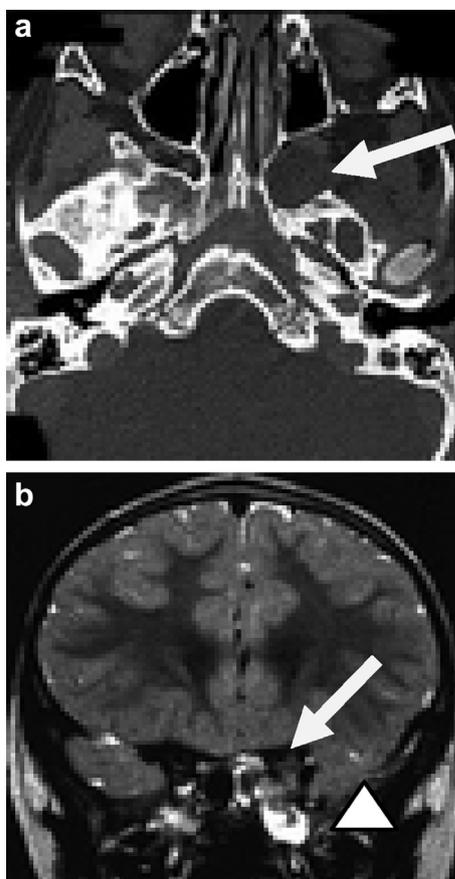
a : tomodensitométrie en coupes axiales. Déhiscence osseuse au niveau de l'étage moyen de la base du crâne dans sa partie paramédiane gauche avec déhiscence de la fosse temporale, du foramen ovale gauche, de la fente ptérygopalatine et de la loge caverneuse ; b : IRM en coupes coronales, séquences T1, inversion-récupération. Méningo-encéphalocèle au travers de cette malformation avec invagination du lobe temporaire gauche (→) et présence de LCR bien visible en séquence T2 (△ triangle).
